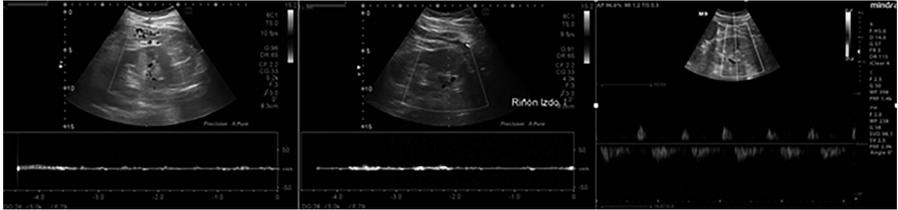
Imagen izquierda: eco-doppler riñón derecho. Imagen central: eco-doppler riñón izquierdo. Imagen derecha: registro espectral riñón izquierdo.
